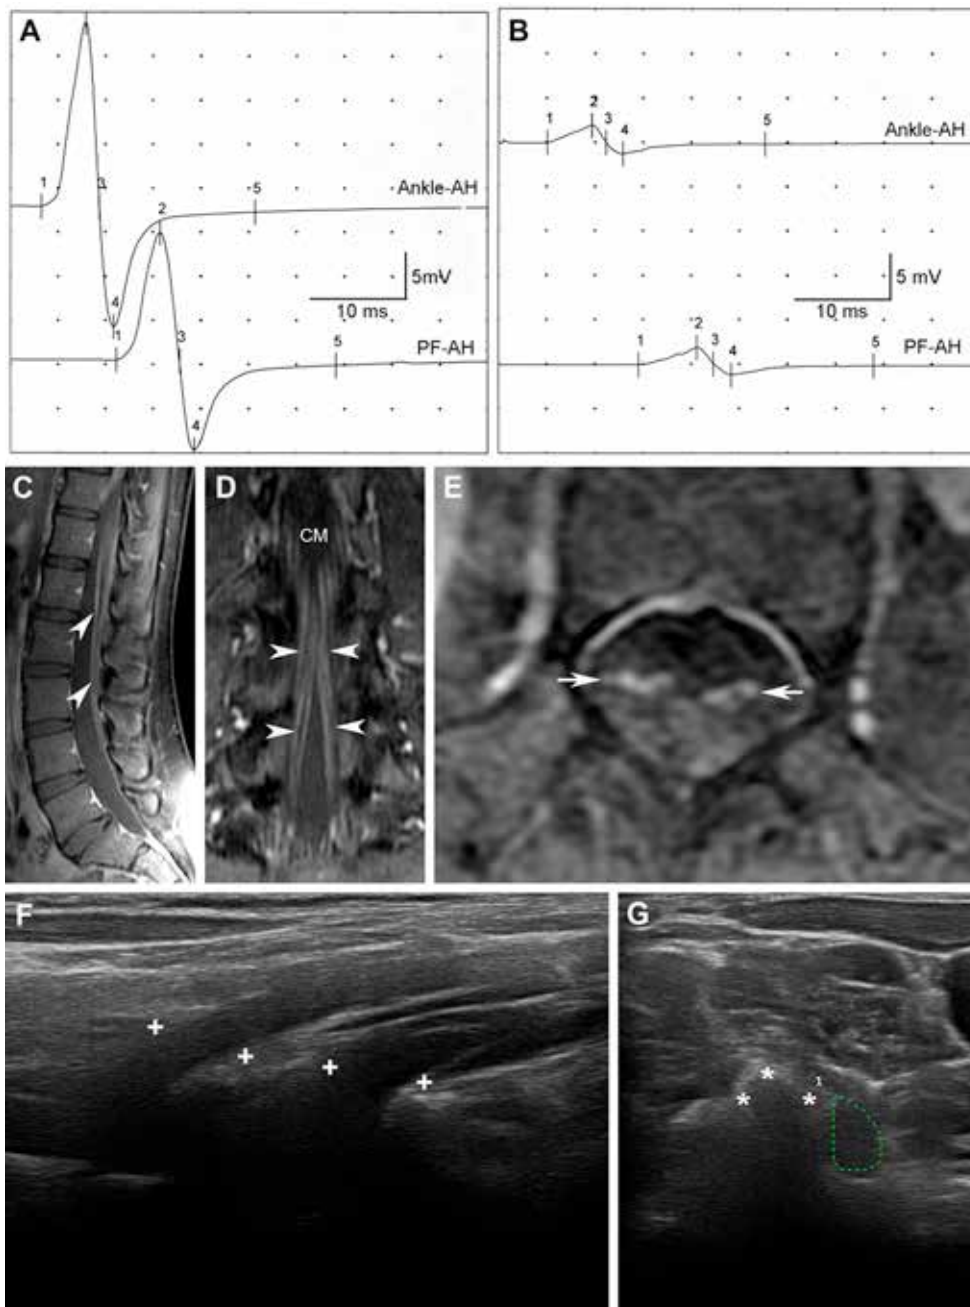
Esta imagen, tomada de Berciano et al (JNNP 2015), ilustra los hallazgos neurofisiológicos y de imagen en una paciente con la forma paraparética y axonal del SGB. La leyenda original del pie de figura es como sigue: (A) Tibial nerve motor conduction velocity (MCV) study on day 4 after onset showing normal compound muscle action potential (CMAP) morphology, both on distal (ankle to abductor hallucis [AH] muscle) and proximal stimulation (popliteal fossa [PF] to AH); proximal CMAP amplitude is 14.4 mV, and distal CMAP amplitude is 18.9 mV (normal, ≥ 3); MCV is 47 m/s (normal, ≥ 41). (B) On day 12, note severe CMAP amplitude reduction to 1.7 mV, both on distal and proximal stimulation. Comparatively with the previous study, at this stage there was a mild slowing of MCV (passing from 47 m/s to 39.4 m/s) and prolongation of F-wave latency (55.5 ms; normal, ≤ 55), which seems to be proportional to the observed CMAP reduction. Post contrast sagittal (C) and coronal (D) T₁-weighted, fat-saturation MR images of the lower thoracic and lumbosacral spine, performed on day 4, showing diffusely thickened cauda equina (arrowheads), which in the axial image (L1 level) selectively involves the anterior roots (E, arrows); CM indicates conus medullaris. (F) Sagittal sonogram of the right ventral rami of C6-C7 cervical nerves (callipers) performed on day 3; note their characteristic homogeneous hypoechoic texture with partial loss of the surrounding perineural hyperechoic rims. (G) Short-axis sonogram the right ventral ramus of the C7 spinal nerve showing the cross sectional area (dotted green tracing) measuring 27.47 mm² (control, 12.29 \pm 5.3 mm²)². Note blurred margins and the absence of the physiologic hyperechoic rim. Asterisks indicate the posterior tubercle of the seventh transverse vertebral process.
